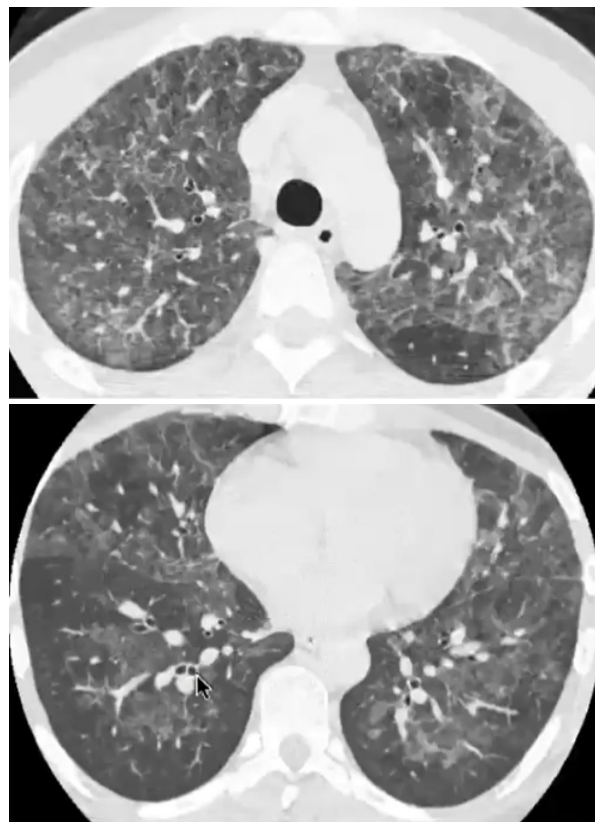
Ilustración comparativa entre una imagen de consolidación y de vidrio esmerilado al TAC. Fuente: <https://radiologyassistant.nl/chest/lung-brct-basic-interpretation>
